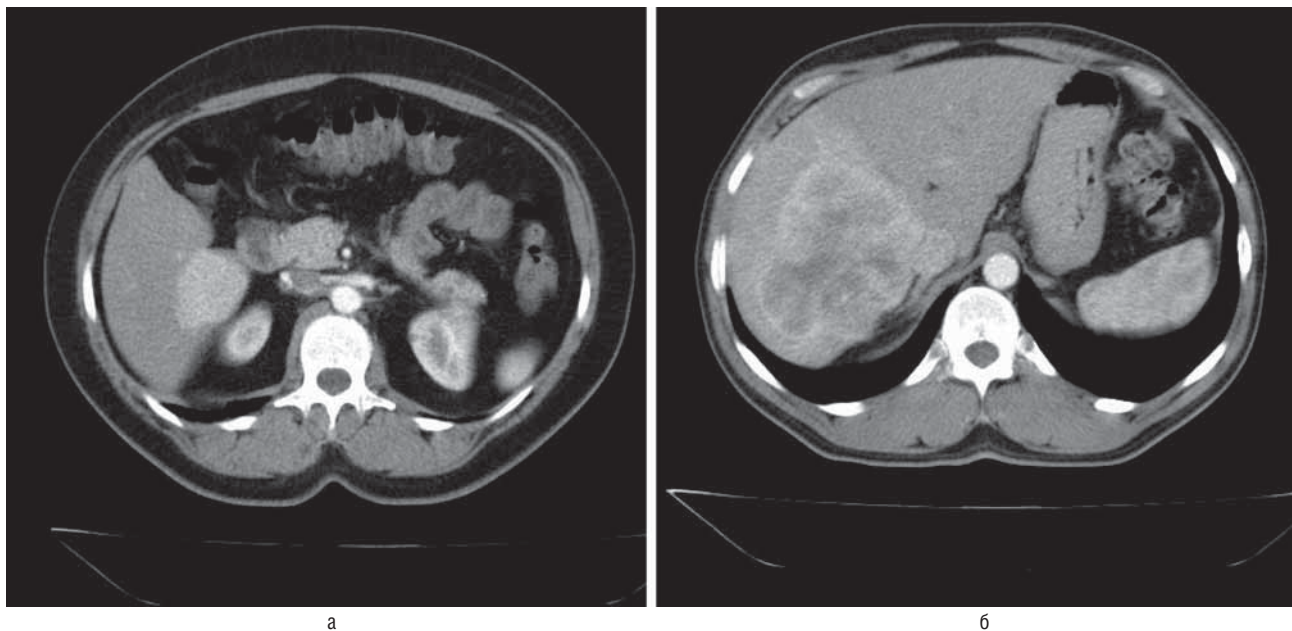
Компьютерно-томографическая картина ГЦР (а) и ОУГ (б) в артериальную фазу исследования.
